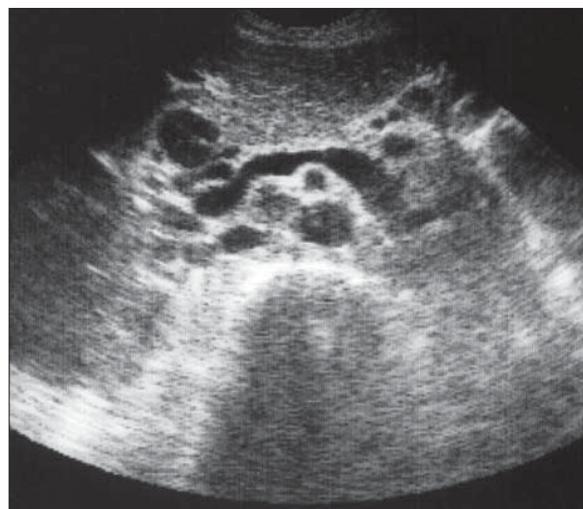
Multiple adenopatii. Ecografie
